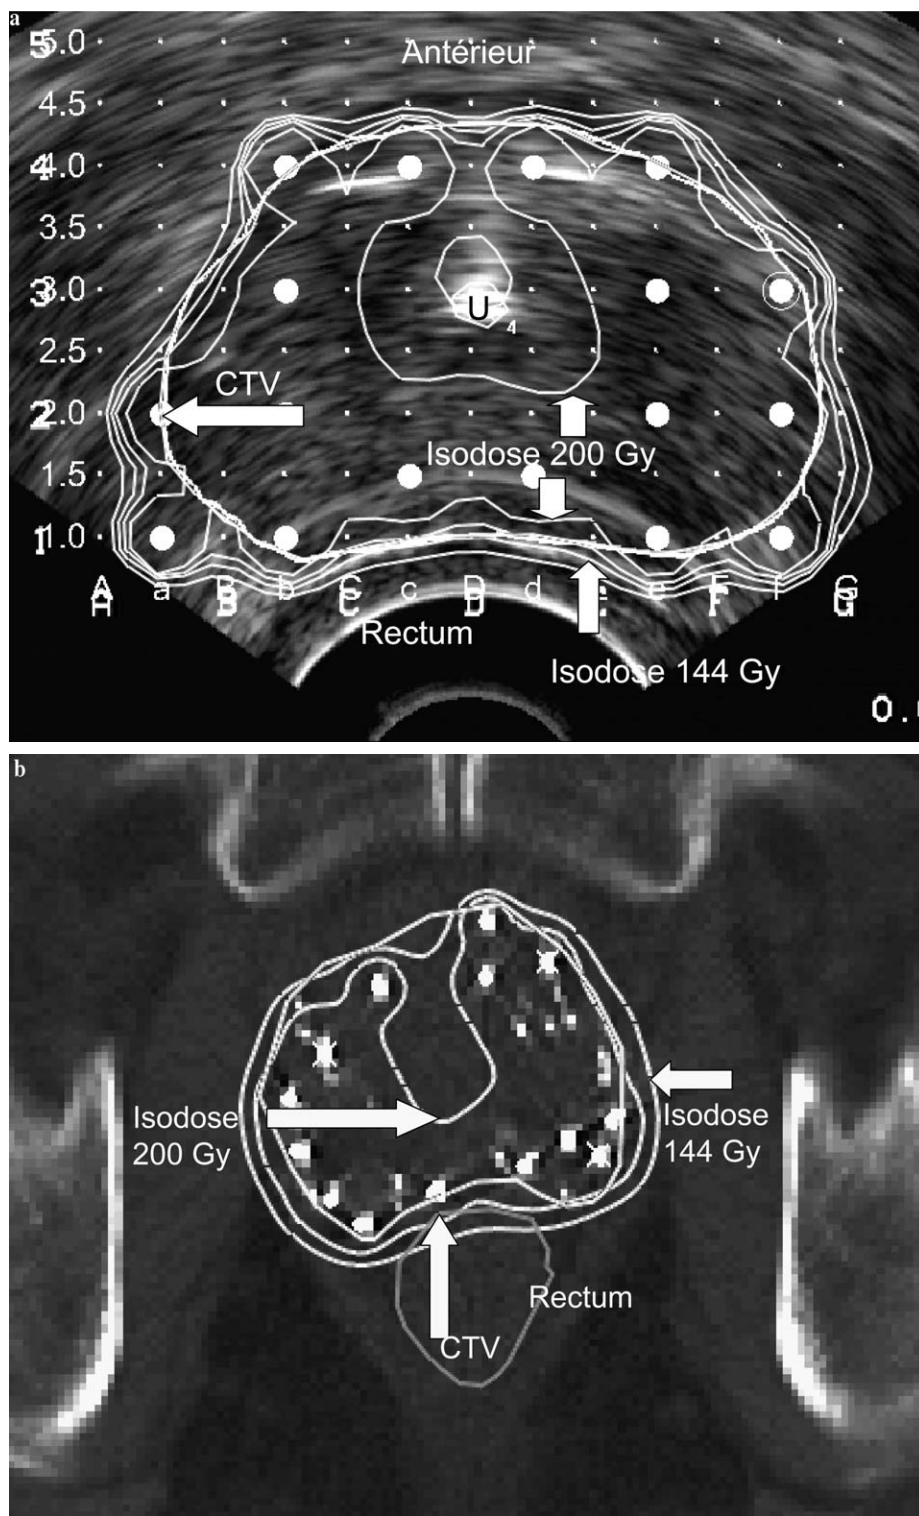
Coupe transverse d'un plan de traitement mené en cours d'implant (série personnelle). La dosimétrie peropératoire utilise la version Prowess 3D. Sur l'image par ultrasons, l'isodose de prescription 144 Gy entoure le volume cible anatomoclinique et déborde largement en postérolatéral.
